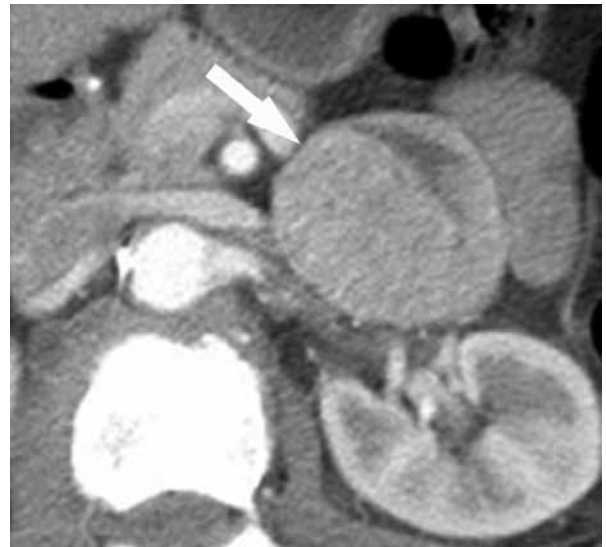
CT axial com fase venosa portal com ganho pós-contraste em mulher de 64 anos com dor abdominal (Caso 2 da Tabela 1). Massa de ganho heterogêneo (seta) pode ser vista anteriormente aos vasos renais esquerdos. A glândula adrenal esquerda (não mostrada) foi identificada na região imediatamente superior a essa massa. Feita laparotomia exploradora e adrenalectomia com base em diagnóstico pré-op de sarcoma retroperitoneal. A cirurgia mostrou massa exofítica da parte inferior da adrenal esquerda, com instabilidade hemodinâmica intra-op. A massa foi rapidamente removida e o anatomopatológico final revelou feocromocitoma.
